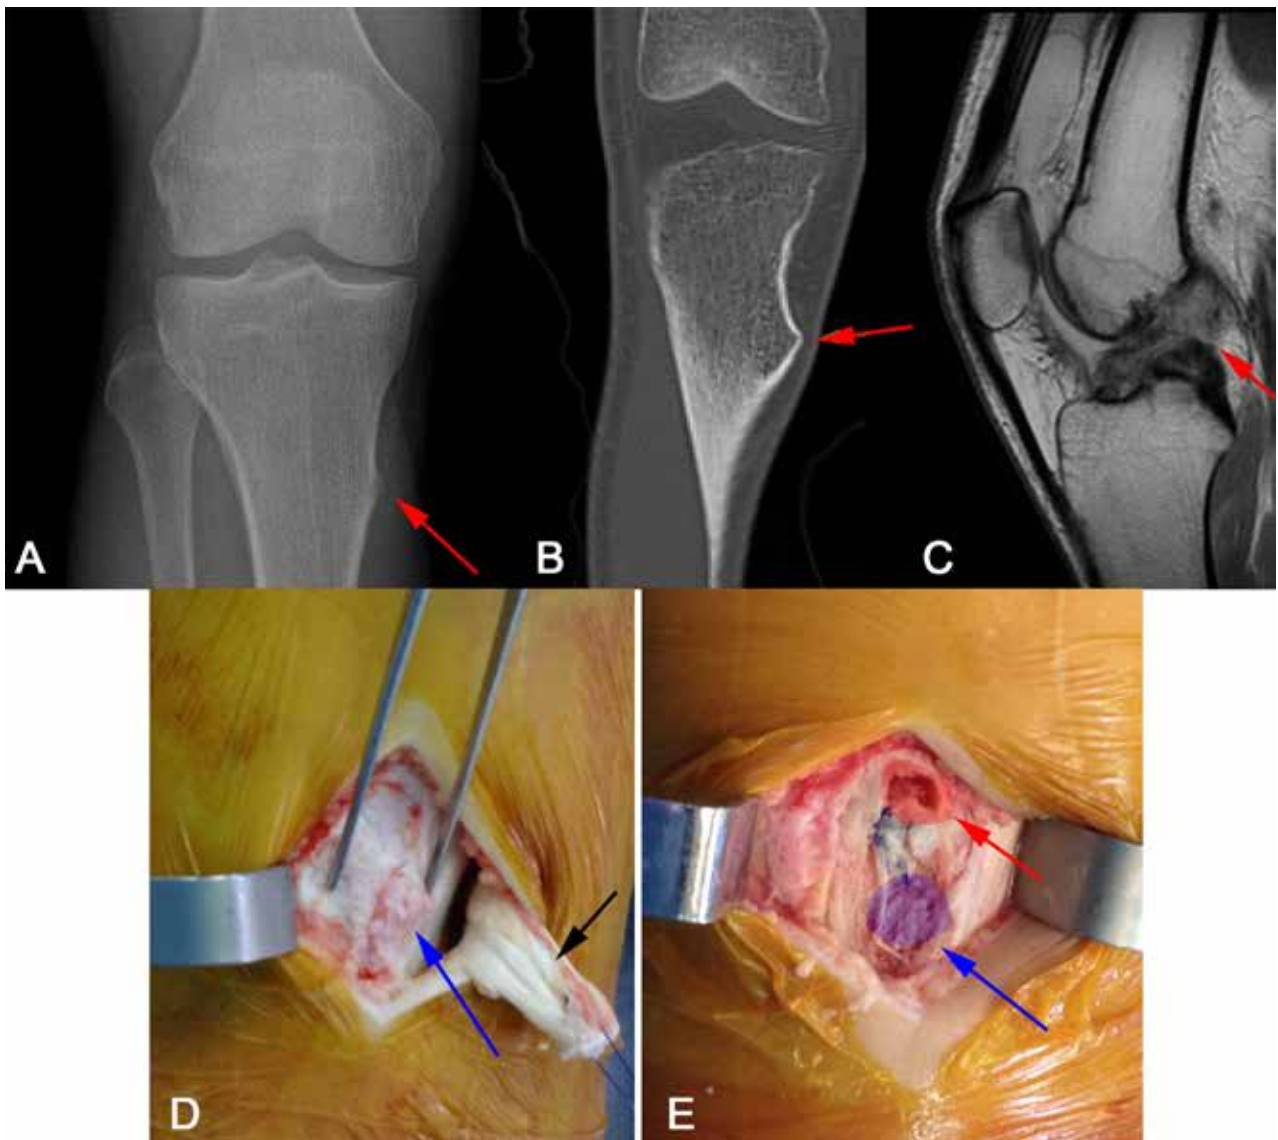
Paciente de sexo masculino de 26 años, presenta lesión deportiva de Ligamento Cruzado Anterior. Radiografía de Rodilla Frente (A) que evidencia tumor en tibia proximal. TCMS Corte coronal (B) que evidencia osteocondroma en cara anterointerna de metafisis proximal de tibia. RNM Corte sagital en T1 (C) que evidencia ruptura proximal de LCA de espesor completo. Se realiza abordaje sobre isquio-tibiales de rodilla derecha para toma de injerto. Resección marginal del osteocondroma. Confección del túnel tibial proximal al núcleo del tumor resecado. D. Flecha azul: Osteocondroma, flecha negra: isquiotibiales desinsertados. E. Flecha azul: Osteocondroma resecado. Flecha roja: Entrada túnel tibial por sobre la raíz del tumor.
